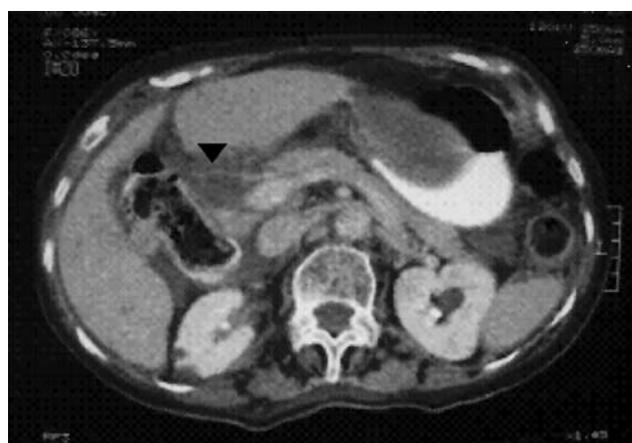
La TAC abdominal en un corte inferior en el cual se puede apreciar que la estructura ovoide inicial toma una forma fusiforme que desplaza al estómago. Así mismo se observa una gran dilatación del conducto colédoco (flecha)
